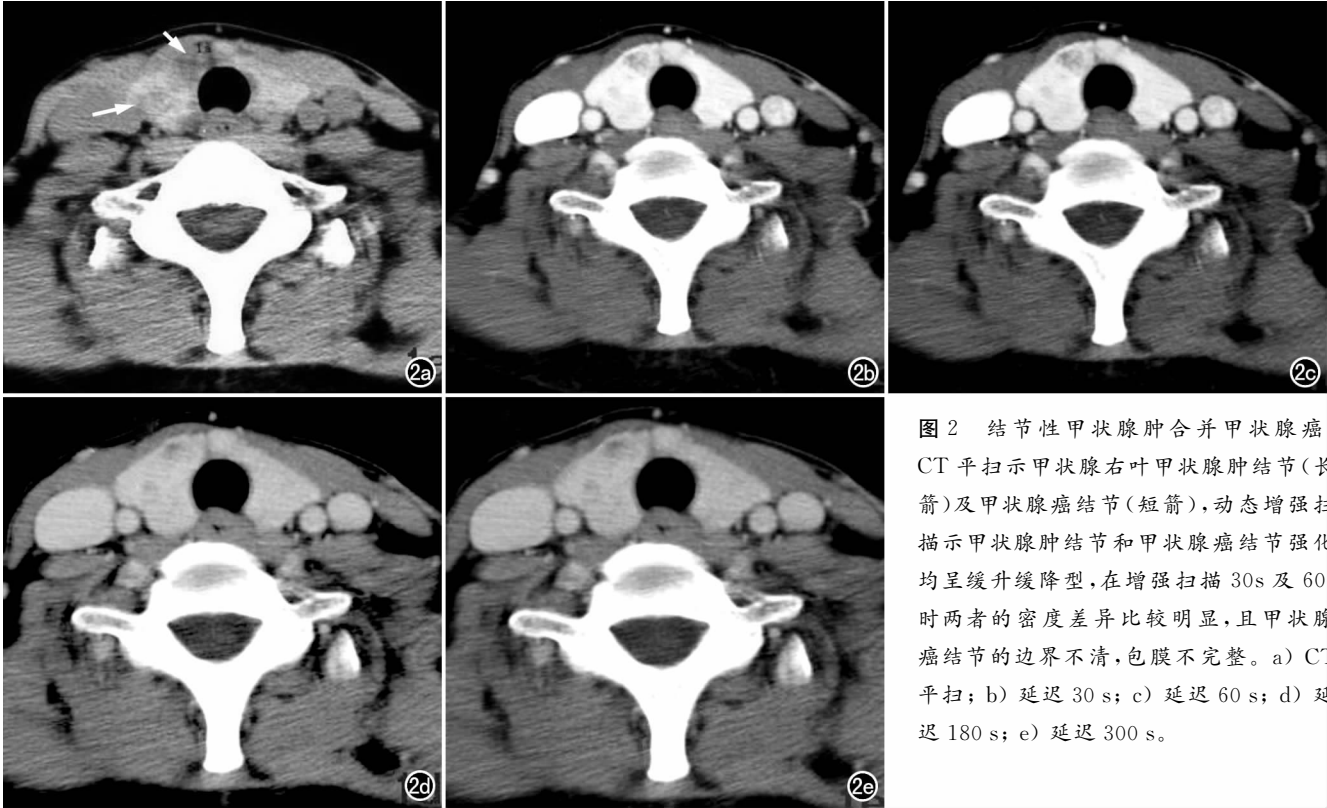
结节性甲状腺肿合并甲状腺癌, CT 平扫示甲状腺右叶甲状腺腺肿结节(长箭头)及甲状腺癌结节(短箭头),动态增强扫描示甲状腺腺肿结节和甲状腺癌结节强化均呈缓升缓降型,在增强扫描 30s 及 60s 时两者的密度差异比较明显,且甲状腺癌结节的边界不清,包膜不完整。a) CT 平扫; b) 延迟 30 s; c) 延迟 60 s; d) 延迟 180 s; e) 延迟 300 s。
